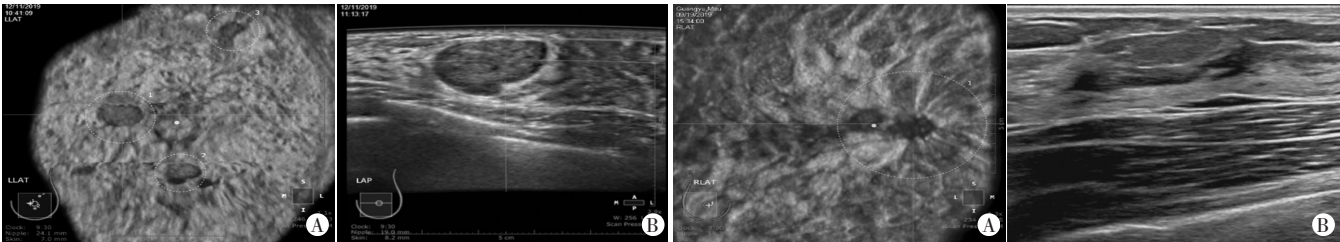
45岁乳腺纤维腺瘤患者ABUS冠状面重建(A)及横断面(B)超声图像,BI-RADS 3类
